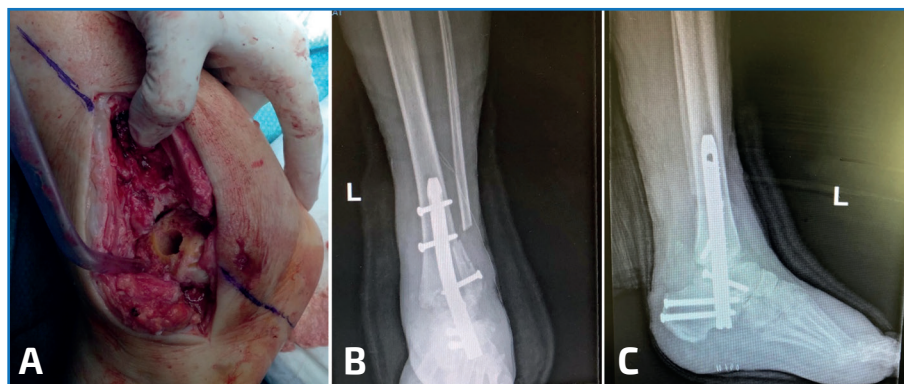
A: imagen intraoperatoria del astrágalo tras el fresado previo a la inserción del clavo; B y C: radiografías anteroposterior y lateral de tobillo tras artrodesis tibiotalocalcánea con clavo.
